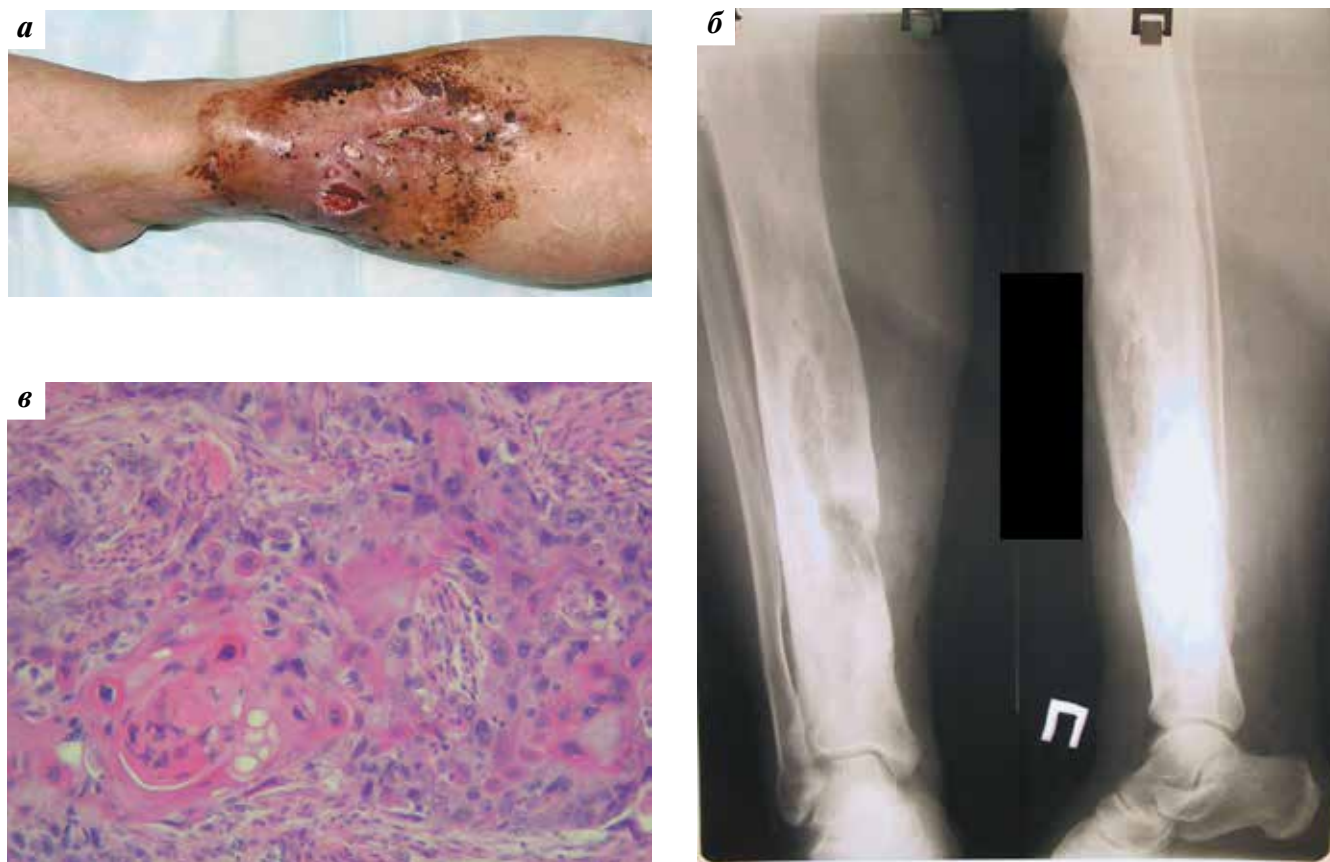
Больной С.: а – вид голени с множественными свищами, заподозрен неопластический процесс; б – рентгенограмма голени; в – морфологическая картина плоскоклеточного ороговеающего рака (окраска гематоксилином и эозином, $\times 240$)
